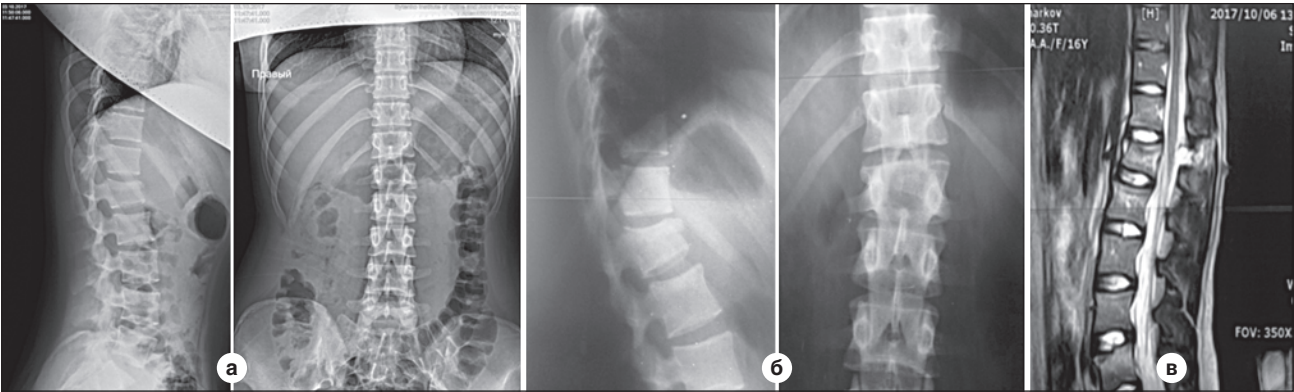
Рентгенограми хворої, яка отримувала консервативне лікування: а) величина кіфотичної деформації після травми 10°; б) величина кіфотичної деформації через 3 місяці після травми 16°; в) МРТ-картина ушкодження заднього лігаментозного комплексу
